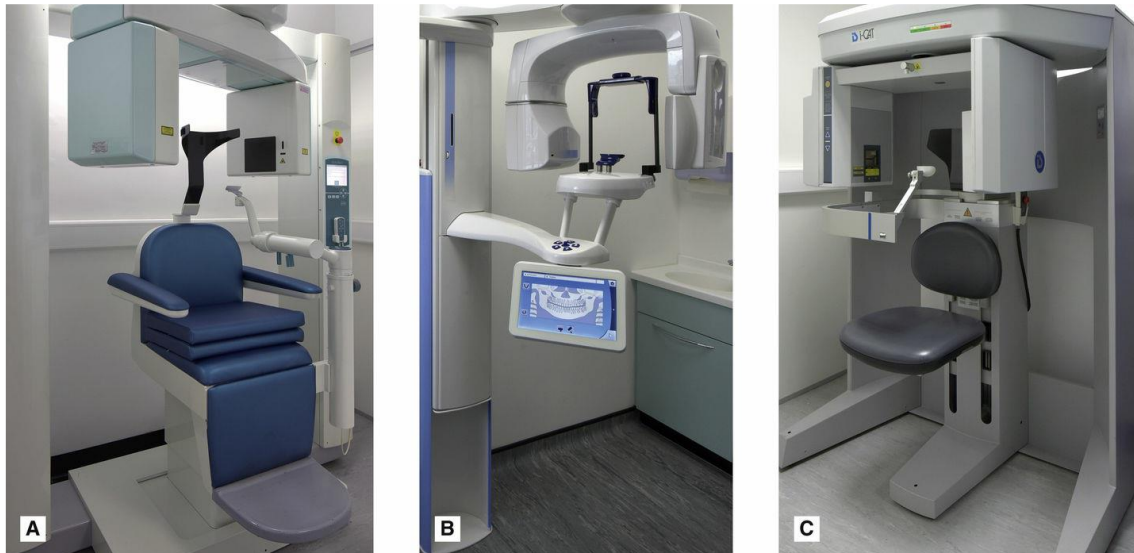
Ejemplos de tres dispositivos CBCT: (A) 3D Accuitomo (J. Morita, Japan), (B) ProMax (Planmeca, Helsinki, Finland) (C) i-CATTM (Kavo Kerr, USA) (Whaites *et al.*, 2020).
